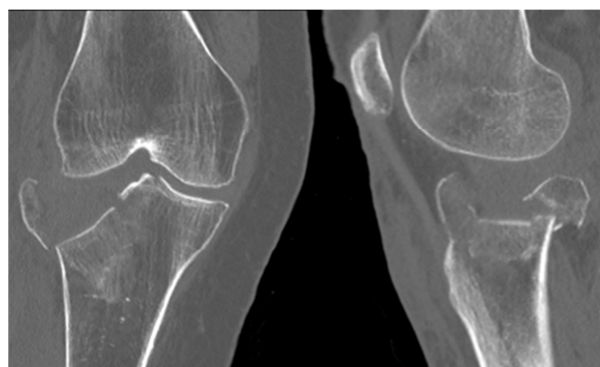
Imagen de TAC de rodilla donde se aprecia la fractura de meseta externa.
